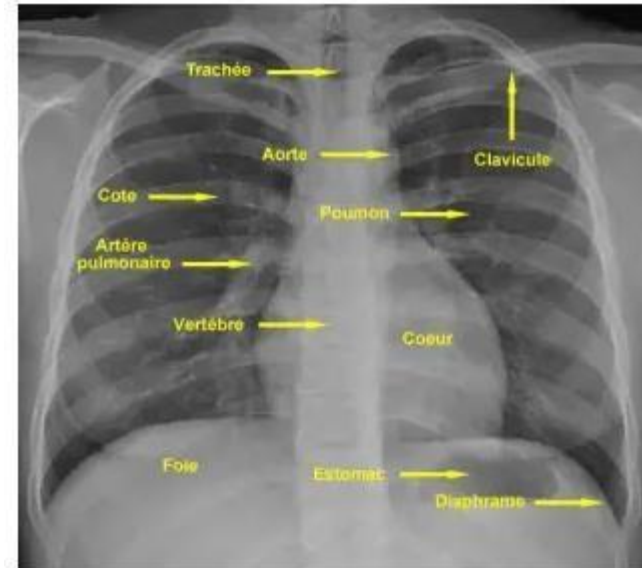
Radiographie thoracique
